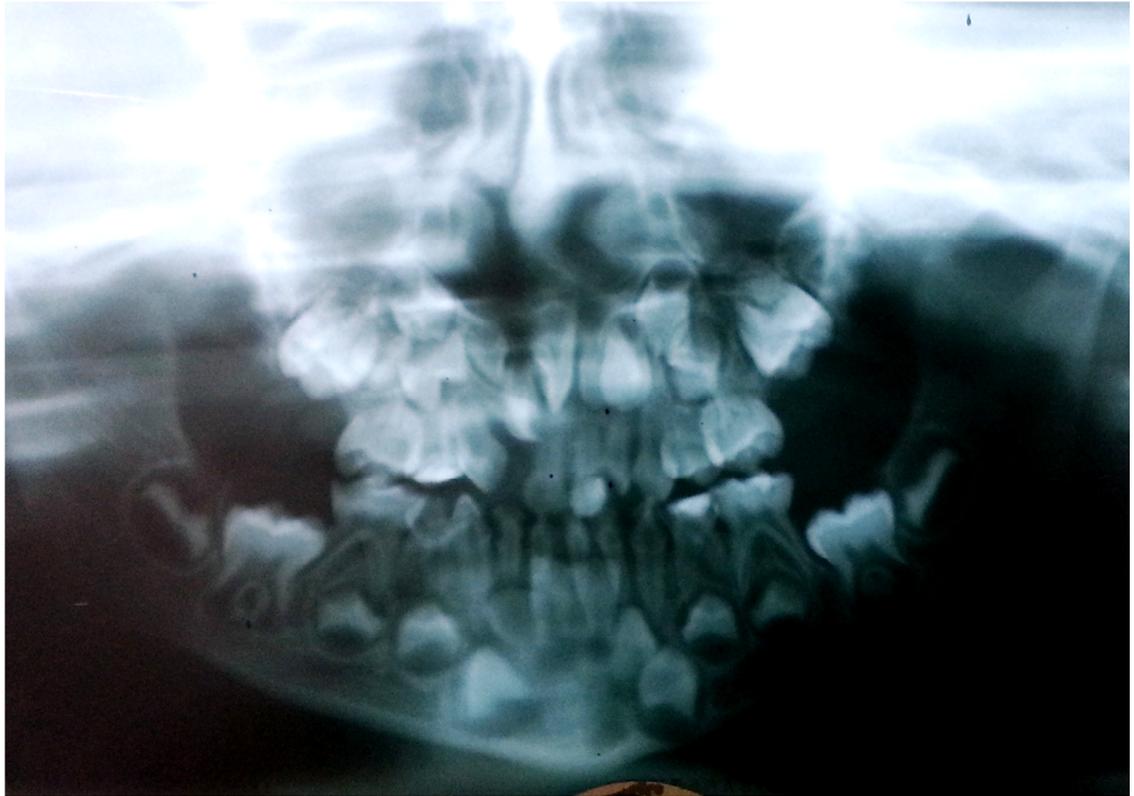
Radiografía panorámica. Se observa hipodoncia del incisivo lateral superior derecho y del segundo premolar superior izquierdo, presencia de dos supernumerarios en el cuadrante 1 y mesioversión del incisivo central superior derecho
